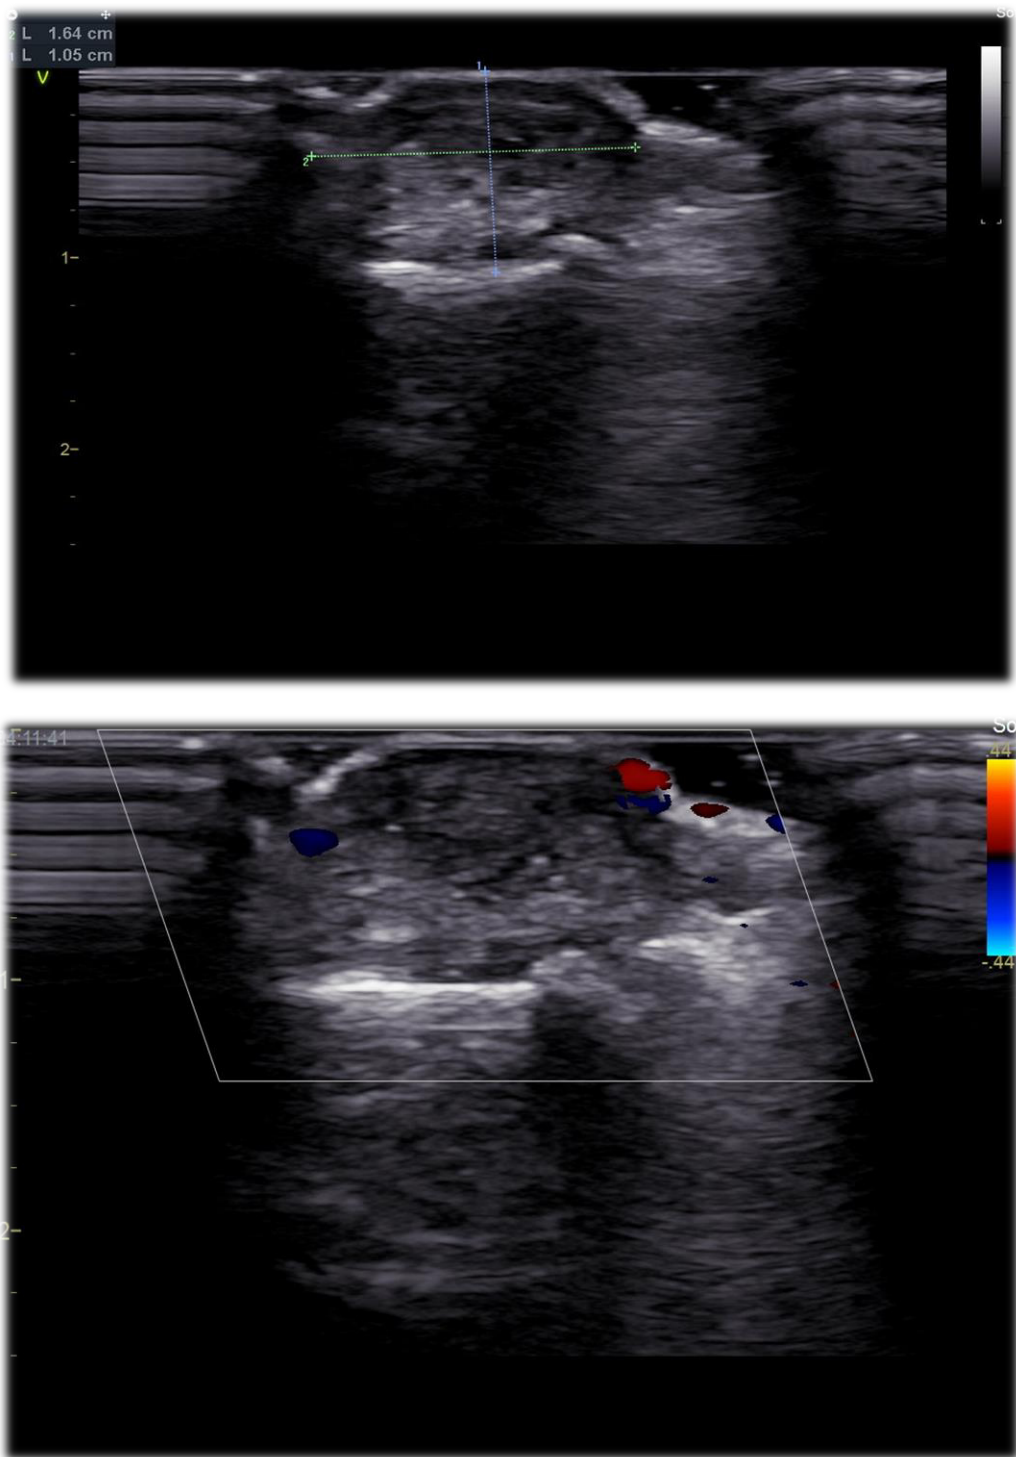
Больной Р. УЗИ тофусов над областью суставов стоп.
